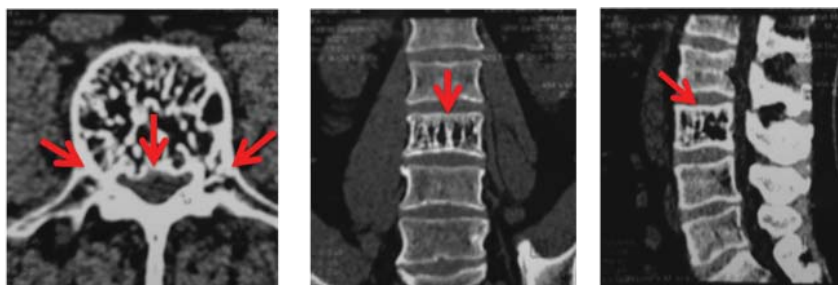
Tomografia computerizata care indica prezența unui hemangiom agresiv de corp vertebral L3(structură cavernoasă, număr mic de trabecule, implicarea pedicolului vertebral, deformarea conturului canalului vertebral)
